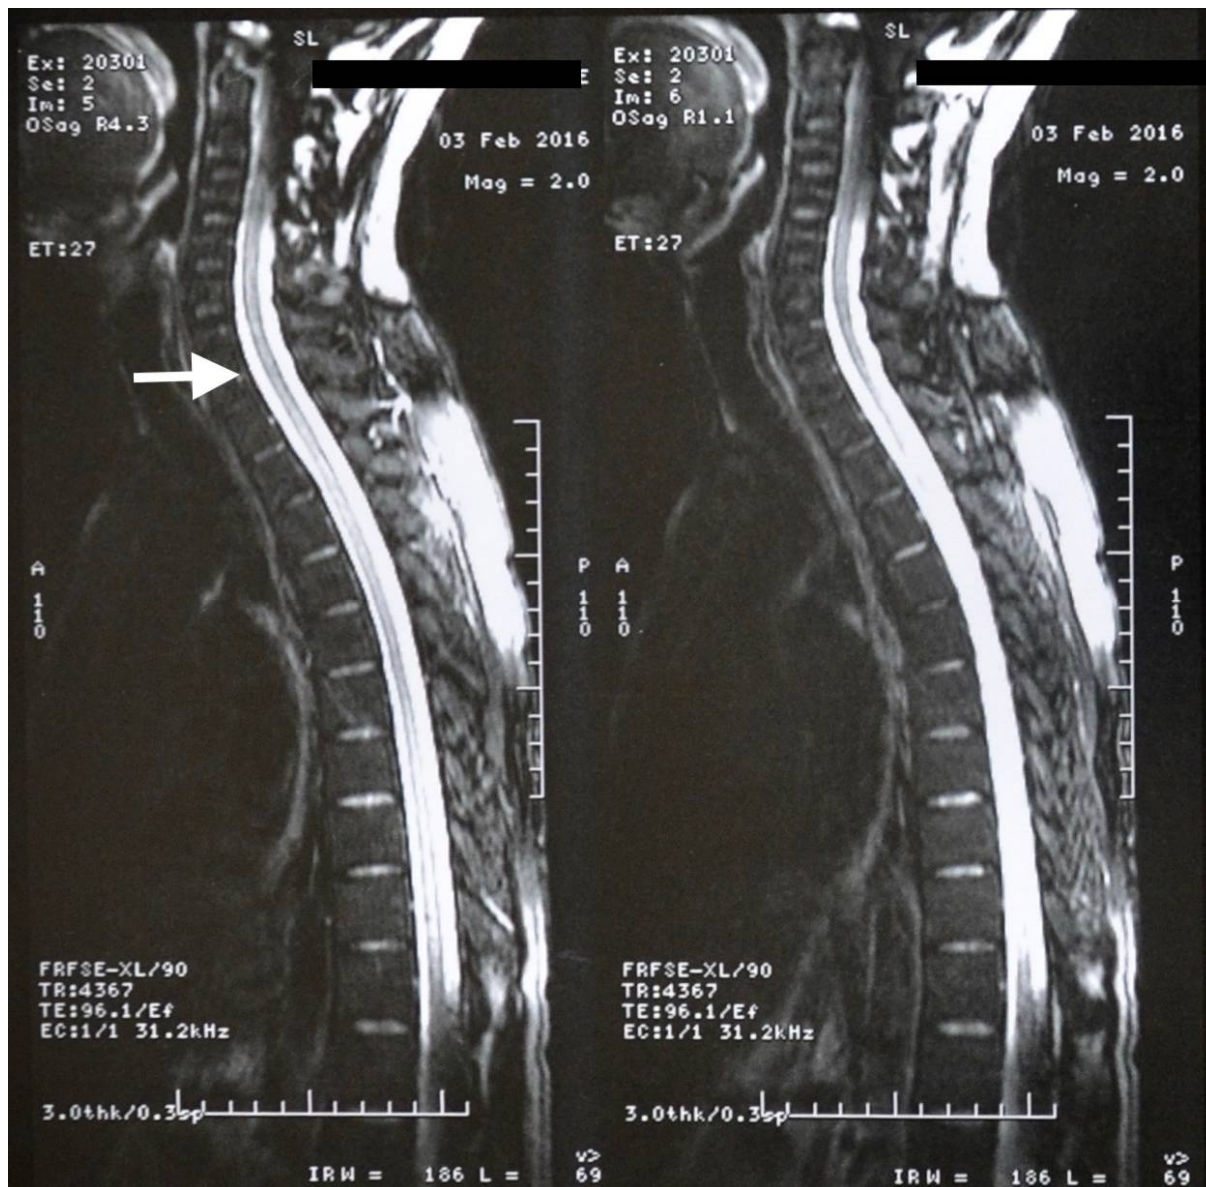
IRM du rachis en coupe sagittale objectivant un aspect infiltré de la moelle de manière diffuse.
